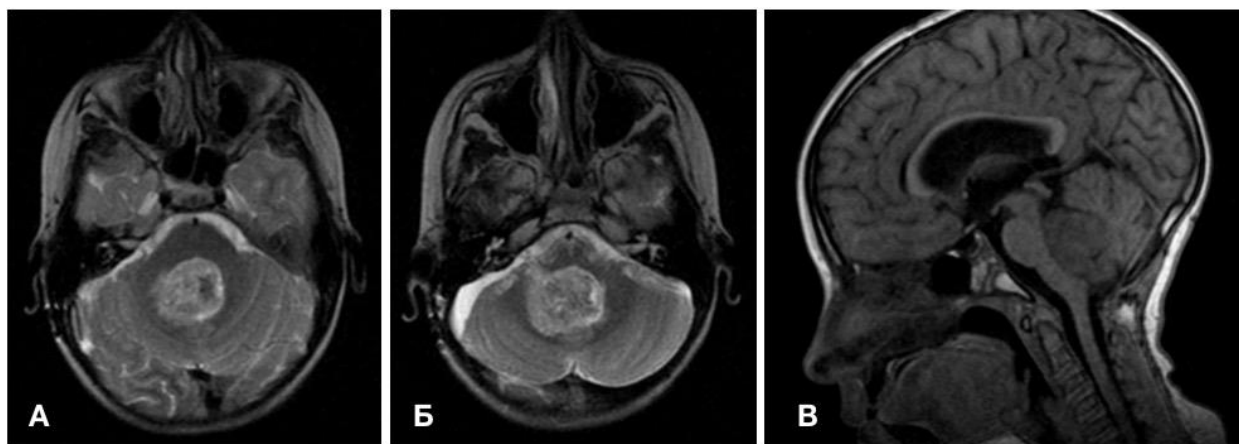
Дооперационная МРТ головного мозга пациентки Ж. На представленных изображениях в аксиальной и сагиттальной плоскостях визуализируется рецидивный узел анапластической эпендимомы, заполняющий всю полость 4-го желудочка и распространяющуюся через правое отверстие Мажанжди в правый ММУ
